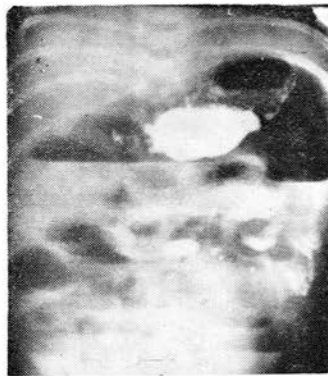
Рентгенограмма органов брюшной полости X., 29 дней, с родовой травмой центральной нервной системы. При рентгенологическом исследовании через 30 мин после приема бариевой взвеси: желудок обычной формы, подкова двенадцатиперстной кишки спазмирована, эвакуация из желудка не нарушена. В резко расширенных петлях тонкой и толстой кишки — горизонтальные уровни жидкости.
